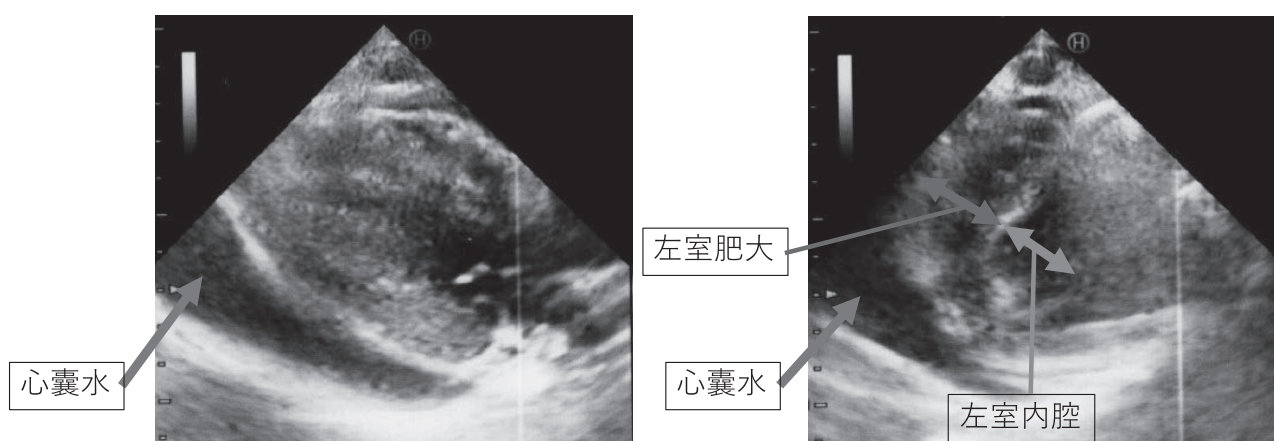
血圧低下時の心臓超音波検査：心嚢水の増量を認める
